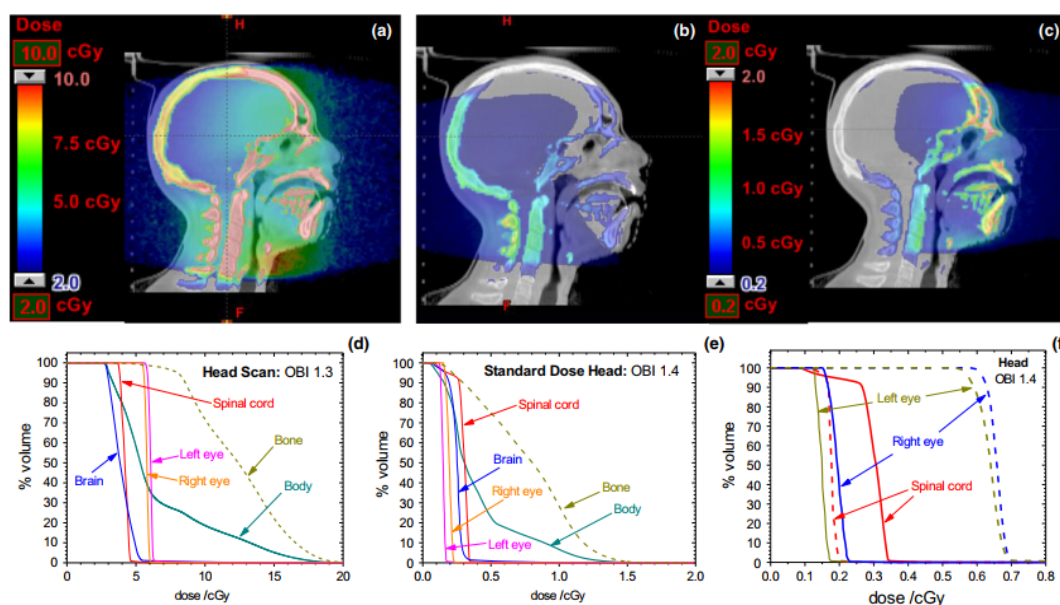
Typical doses for a head scan shown in color wash along with dose-volume histograms (DVHs) for radiosensitive organs for the Varian OBI 1.3 (a,d); for the OBI 1.4 during a Standard-Dose Head scan (b,e), where the x-ray source is positioned below the patient; and for the OBI 1.4 during a head scan with the x-ray source positioned above the patient (c,f—dashed lines). The solid lines in (f) are reproduced from (e) and show the quantitative effect of rotating the x-ray source from the back to the front of the patient. Note that the abscissa in (d) is 10 times larger than in (e). Reproduced from Ding et al.²⁹ (Scanning parameters are listed Table II d).
